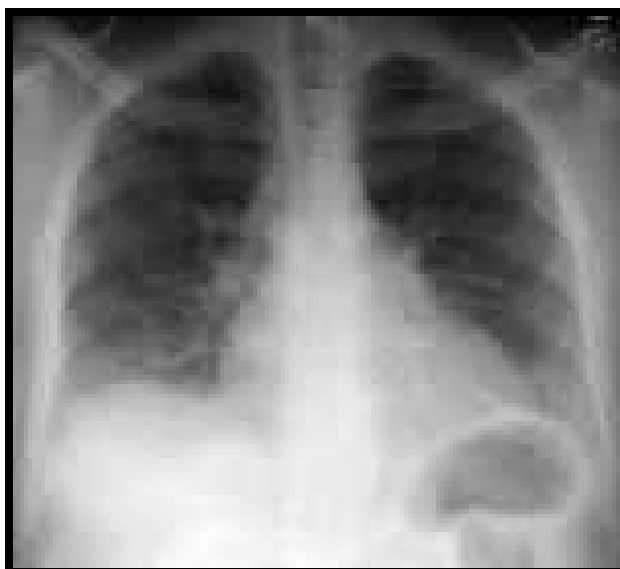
Radiografia de tórax na fibrose pulmonar idiopática
